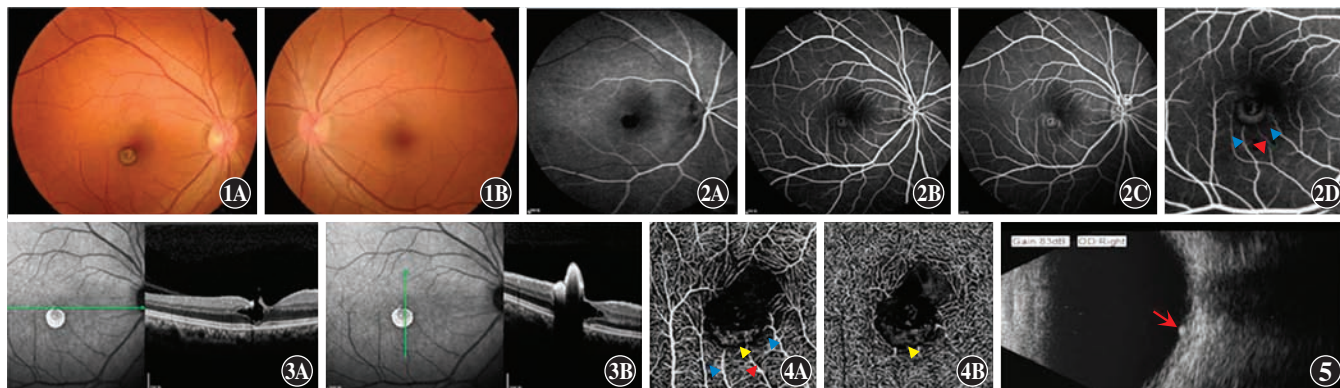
双眼眼底照相 A:右眼 黄斑中心凹偏颞下方一边界清楚的棕色结节,中心略红 B:左眼 眼底情况正常 图 2 右眼 FFA 图像 A:动脉期呈低荧光 B:早期中心及中周部逐渐出现强荧光 C:晚期荧光增强,周围轻度荧光素渗漏 D:C 图的放大图,可见滋养动脉(红色三角)和引流静脉(蓝色三角),静脉轻度迂曲 图 3 右眼 OCT 图像 A:神经上皮层内层断裂 B:视网膜隆起,瘤体信号较强,遮挡其后各层组织信号 图 4 右眼 OCTA 图像 A:视网膜浅层 可见滋养动脉(红色三角)和引流静脉(蓝色三角)和瘤体内血管网(黄色三角) B:视网膜深层 可见瘤体内血管网(黄色三角) 图 5 右眼 B 型超声图像 可见一处约 0.92 mm×1.51 mm 大小的强回声结节(红色箭头)
